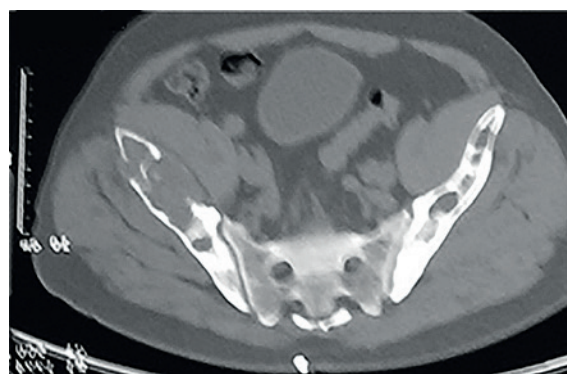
Компьютерная томограмма. Очаги деструкции костей таза
